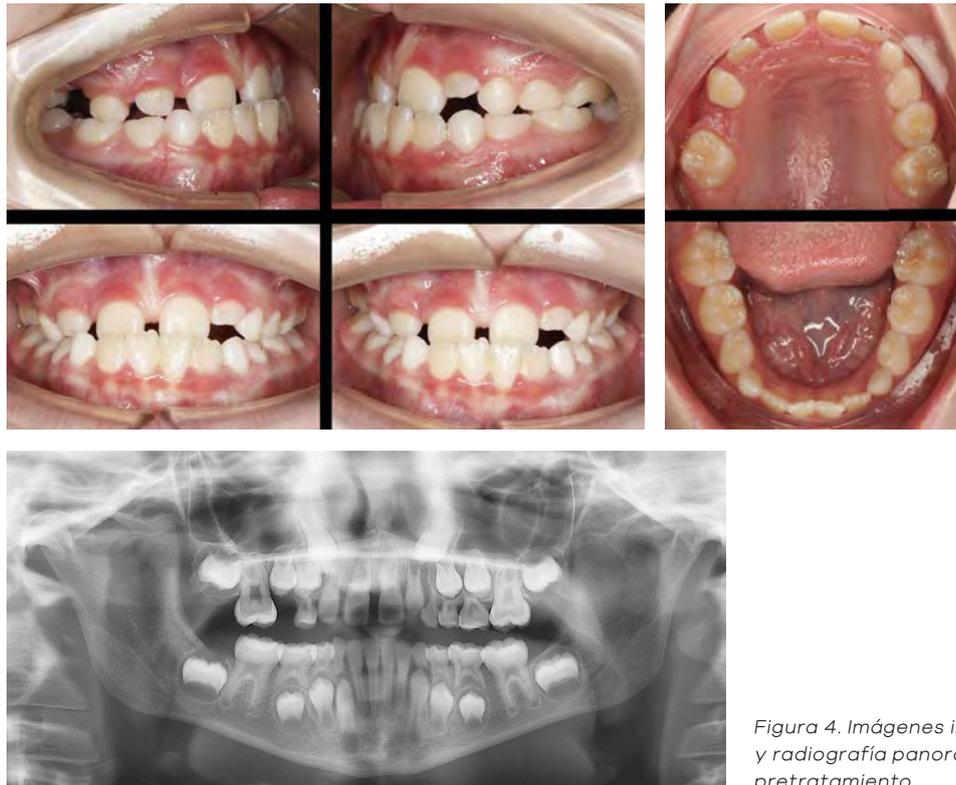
Imágenes intraorales y radiografía panorámica pretratamiento.
